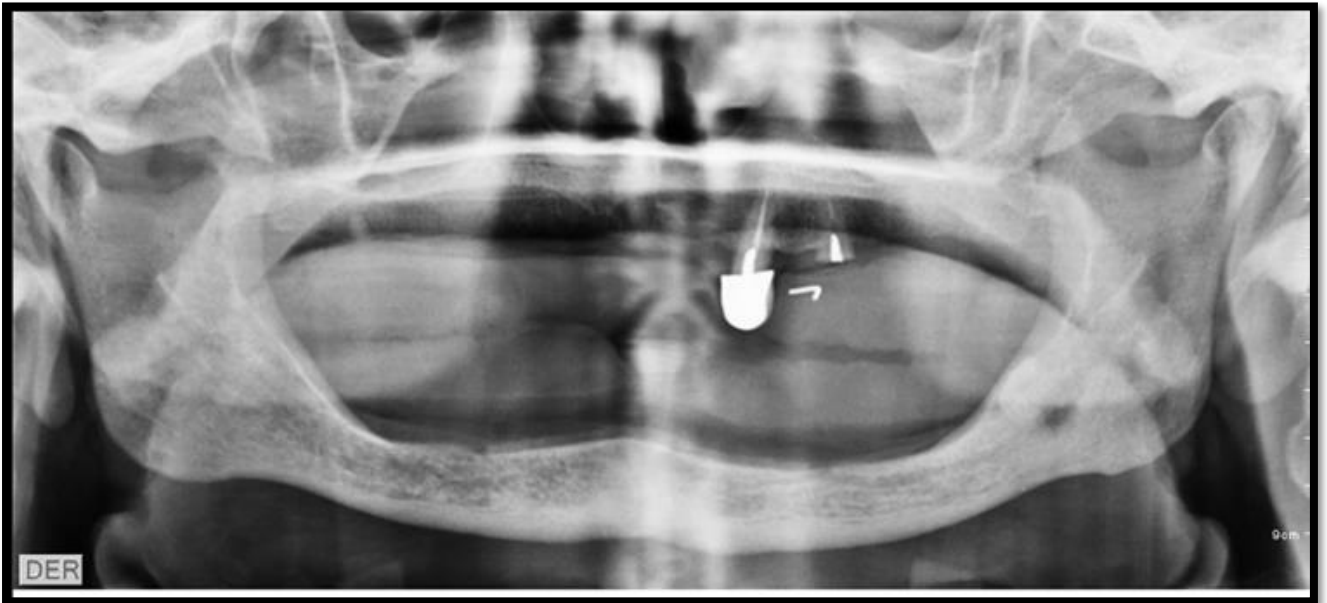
Ortopantomografía: en la región mandibular izquierdo, imagen radiopaca secundaria a la presencia de resto radicular del elemento 38, rodeado por imagen osteolítica de bordes regulares de 0.6 mm de diámetro e imagen radiolúcida compatible con fistula.
